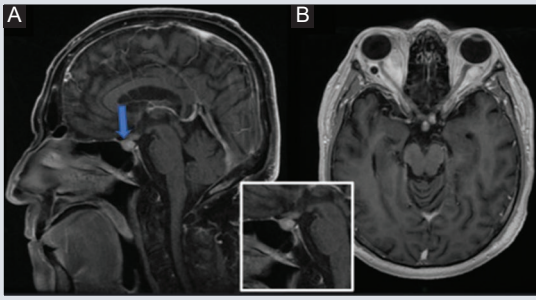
A-B: RM cerebral en secuencia ponderada en T1 poscontraste, cortes sagital y axial, identificando ensanchamiento de la fosa hipofisaria por la presencia de una lesión sólida (flecha) que compromete el infundíbulo y la *pars distalis* de la hipófisis anterior (adenohipófisis), condiciona desplazamiento ventral de la glándula por efecto de masa y adelgazamiento del piso de la silla turca (vista a mayor detalle en la ampliación del recuadro inferior); dicha lesión presenta un comportamiento similar a las lesiones reportadas en ambas órbitas en el resto de las secuencias.
